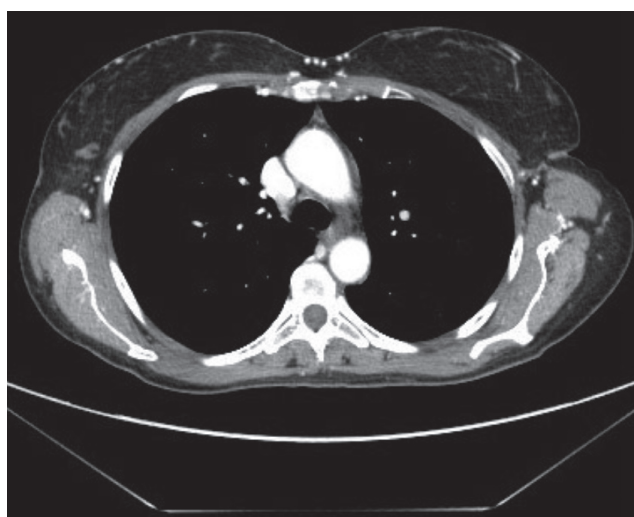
Remissione parziale delle linfadenomegalie mediastiniche alla TC di febbraio 2015.
